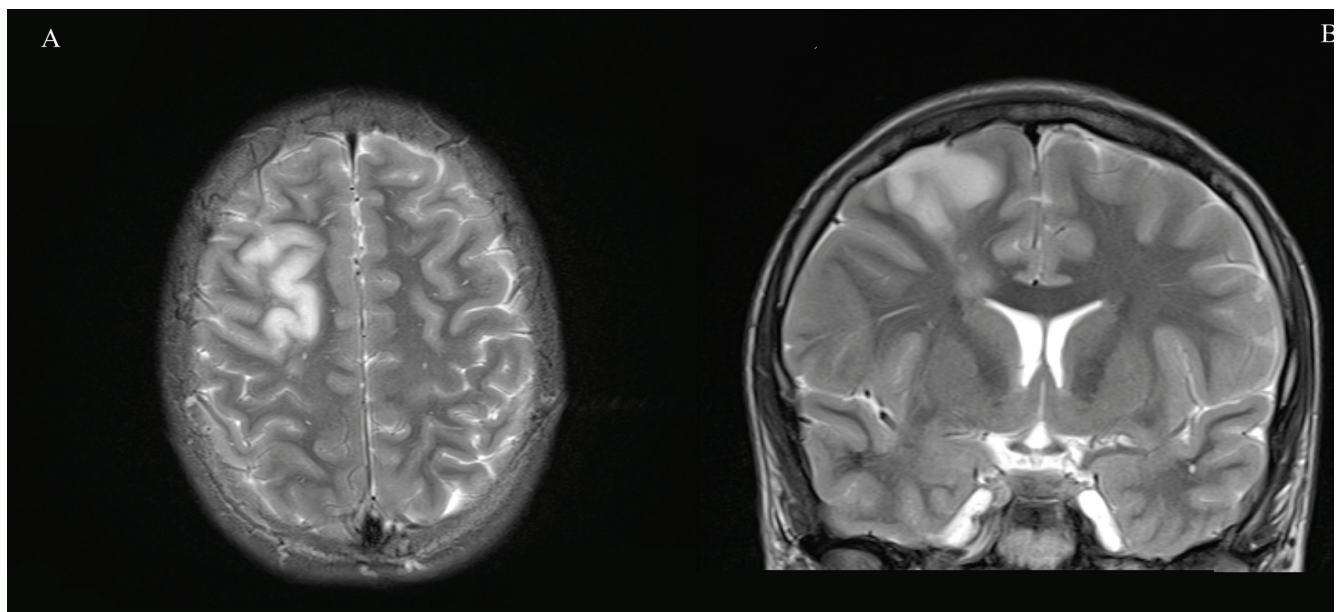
• RM cerebral. a) corte axial. b) corte coronal. Enfarte isquêmico frontal direito com hypersinal em T2.
